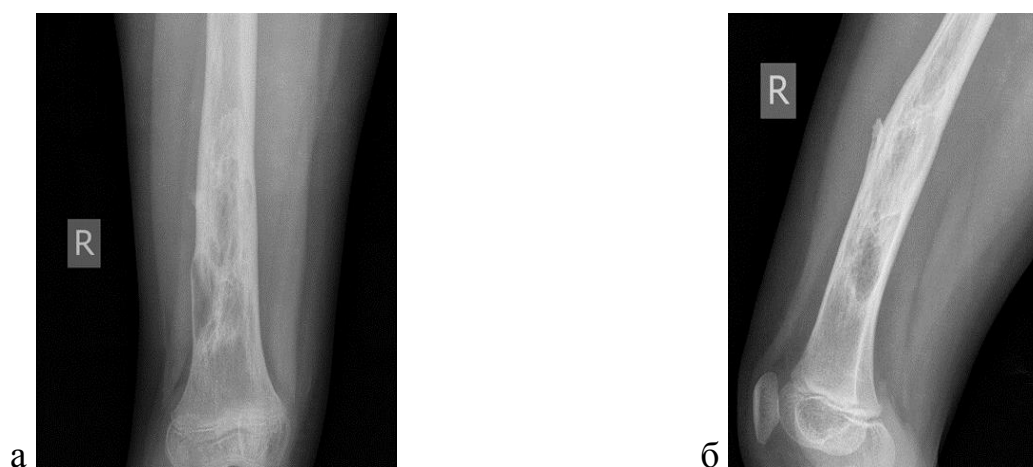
Рентгенография нижней трети правого бедра в прямой (а) и боковой (б) проекциях. АК бедренной кости в фазе восстановления
